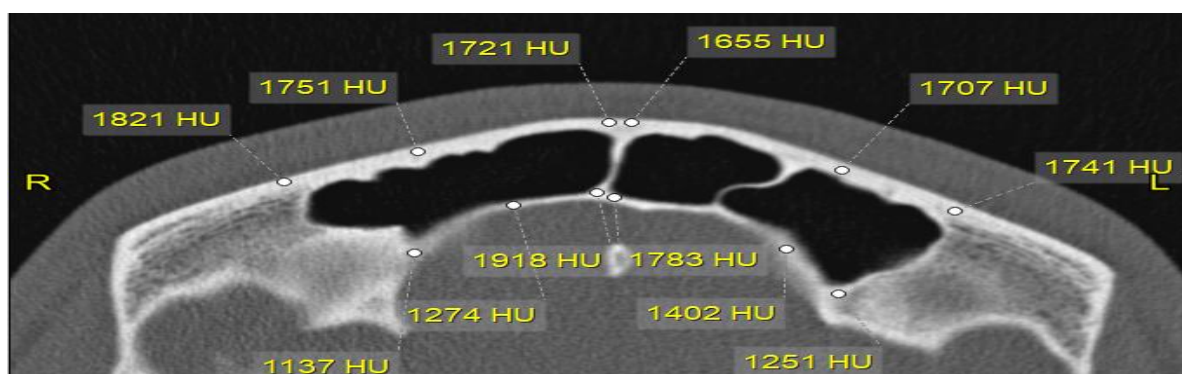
Визначення мінеральної щільності кісткової тканини (HU) стінок лобової пазухи в аксіальній площині на зрізі комп'ютерної томограми (Чоловік, 22 роки).
